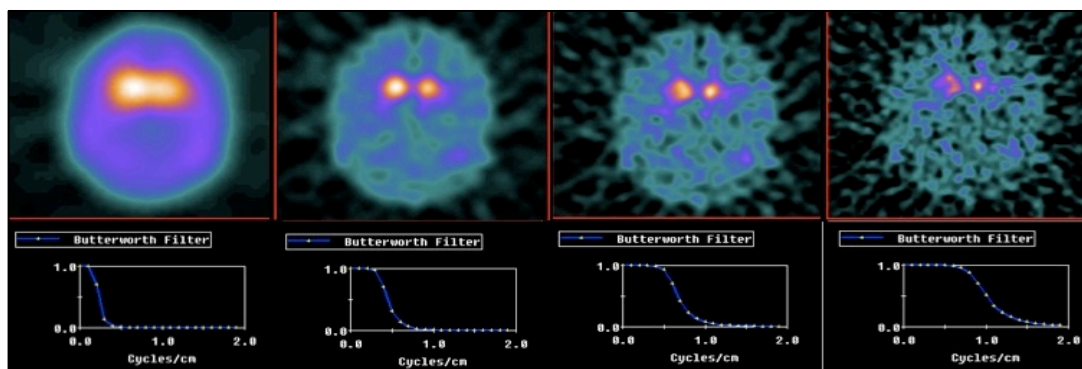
Tomografia cerebral com 123I-Datscan reconstruída com filtro Butterworth e frequência crítica de 0.2, 0.4, 0.6, 0.9 ciclos/cm respectivamente. Verifica-se uma suavização intensa para frequências de corte mais baixas, aumentado o detalhe na imagem à medida que a frequência de corte aumenta.
